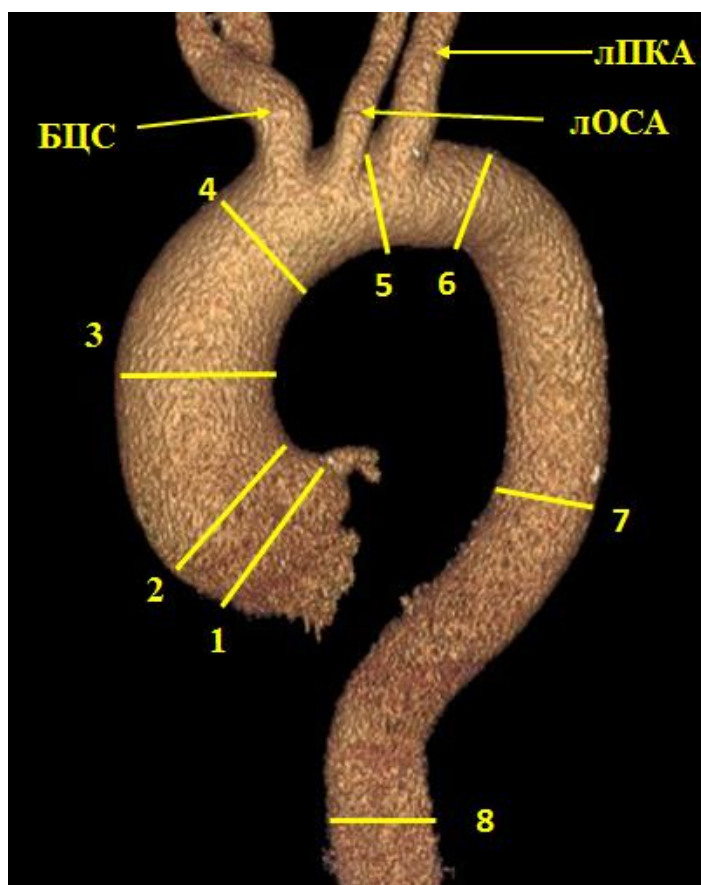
Дооперационная МСКТ-аортография пациента М.
